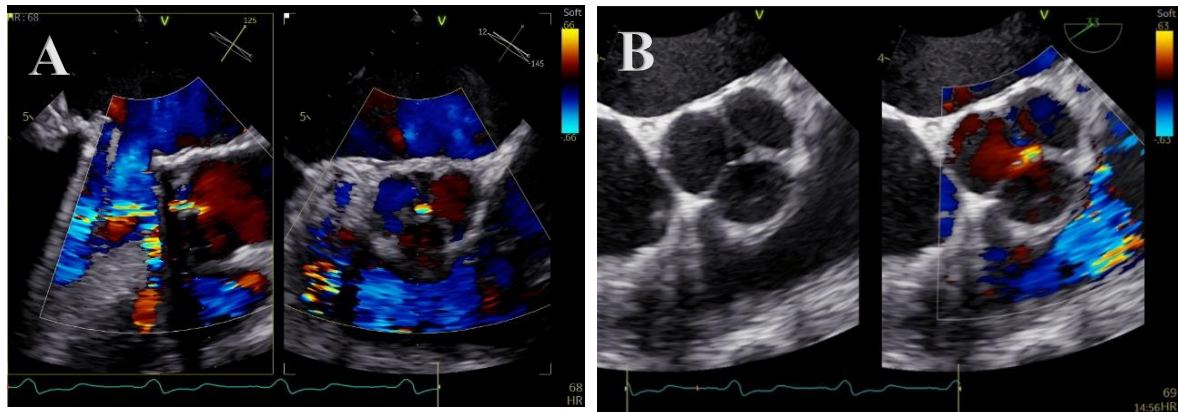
Estudo da válvula aórtica (A) modo 2D e Doppler cor com o *simultaneous multiplane* (B) eixo curto da válvula aórtica com modo 2D e Doppler cor, com ferramenta *simultaneous*.
